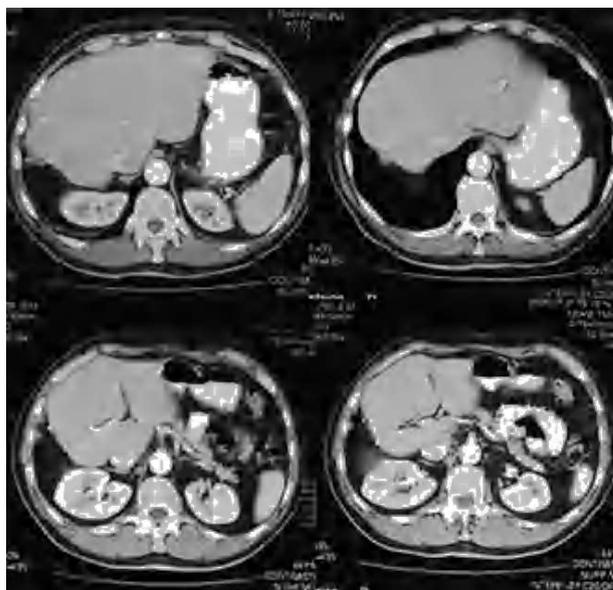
Cuatro cortes de tomografía computarizada abdominal con contraste en los que se observa el tejido hepático sano con algún clip quirúrgico, pero sin signos de recidiva ni persistencia de enfermedad metastásica.
